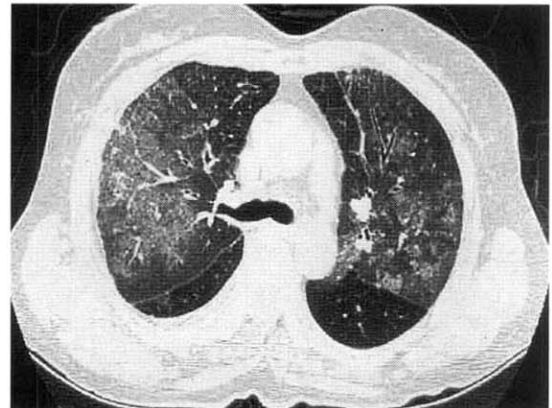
Chest HRCT shows partial improvement after therapeutic bronchoalveolar lavage.
